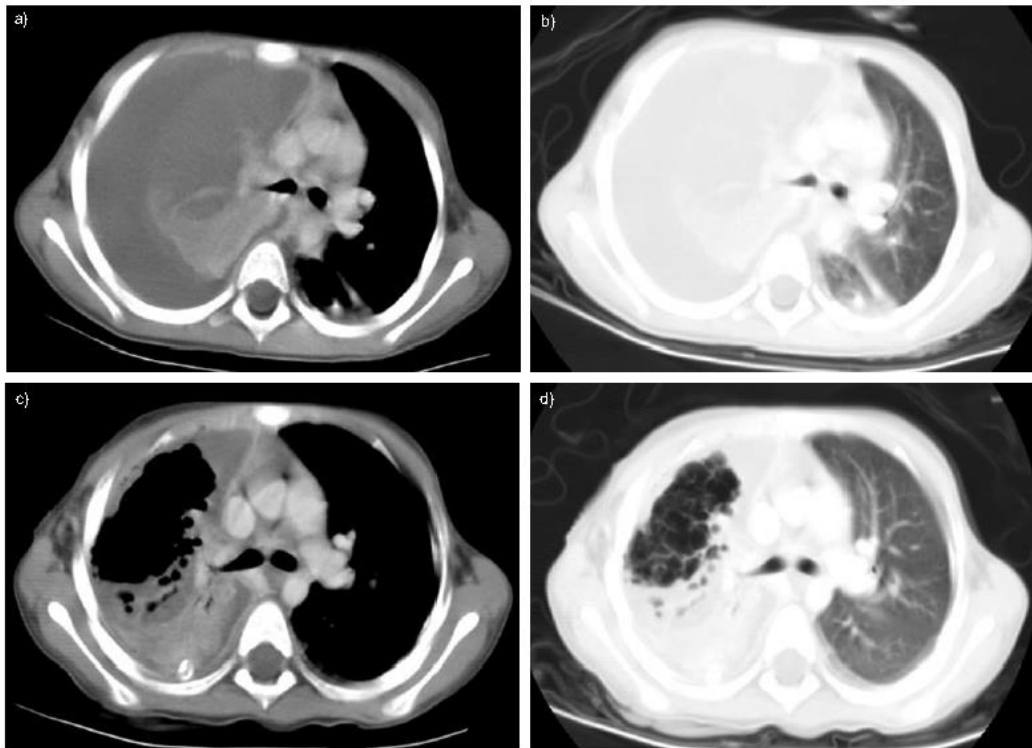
TAC con contraste en paciente con NN. El mediastino se observa en imagen a y c donde se observa licuefacción del parénquima pulmonar y desarrollo de derrame pleural, el pulmón en imagen b y d con presencia de múltiples cavidades con aire.<sup>24</sup>
